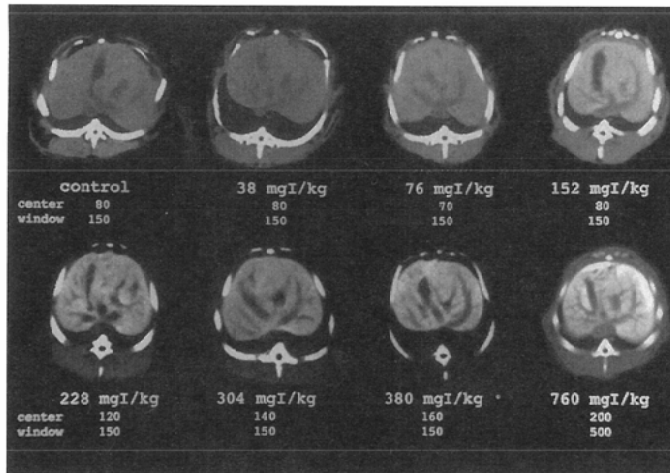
CT findings from 0 to 760 mgI/kg: The contrast between the liver and blood vessels increased with the dose.
